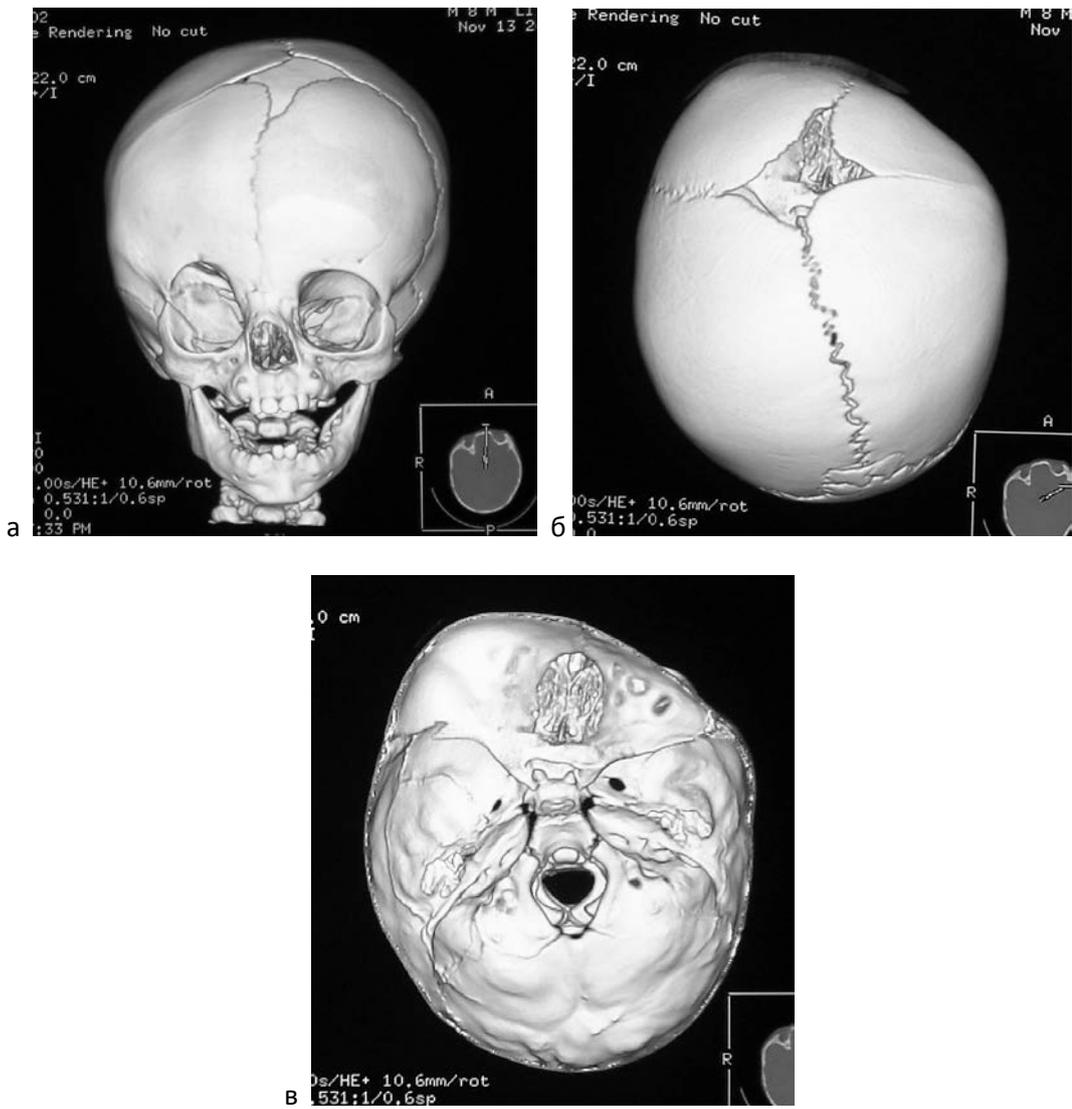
а, б, в. КТ3D изображения черепа пациента Л., 10 мес., с правосторонней синостозной лобной плагиоцефалией до операции.
